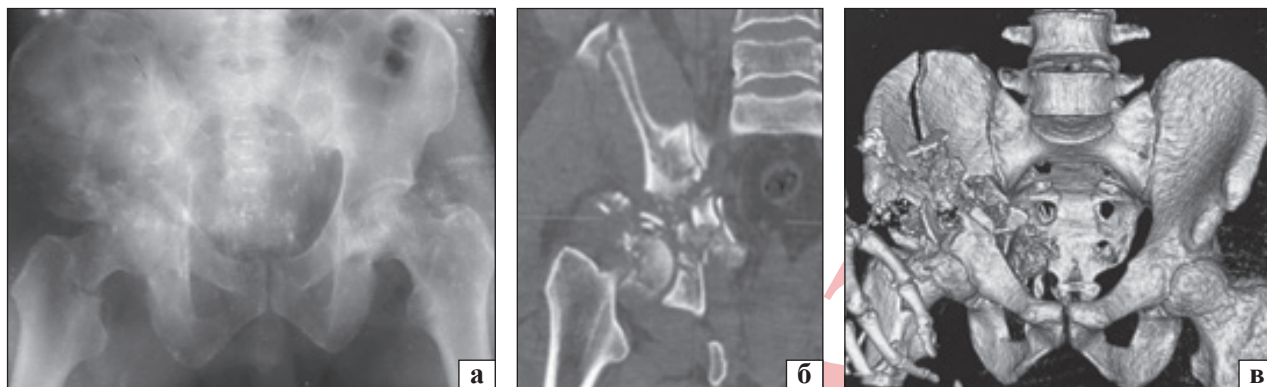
Фотовідбитки хворого (клінічний випадок № 1): а — рентгенограма кісток таза, б та в — КТ кісток таза з - моделюванням, багатоуламковий перелом шийки та головки правої стегнової кістки, багатоуламковий перелом правої кульшової западини, тіла та крила правої клубової кістки зі зміщенням кісткових уламків і формуванням кісткового дефекту
